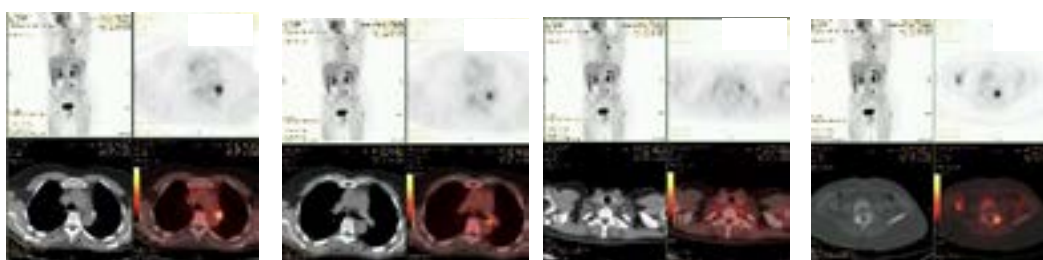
PET-TC 28/11/2014
